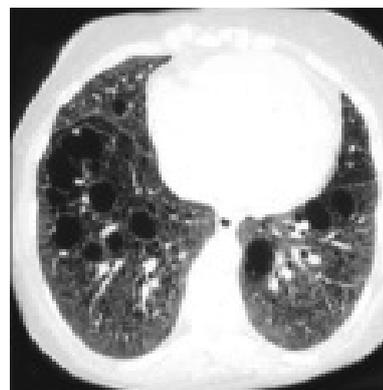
Лимфангиоматоз, КТ ОГП.
